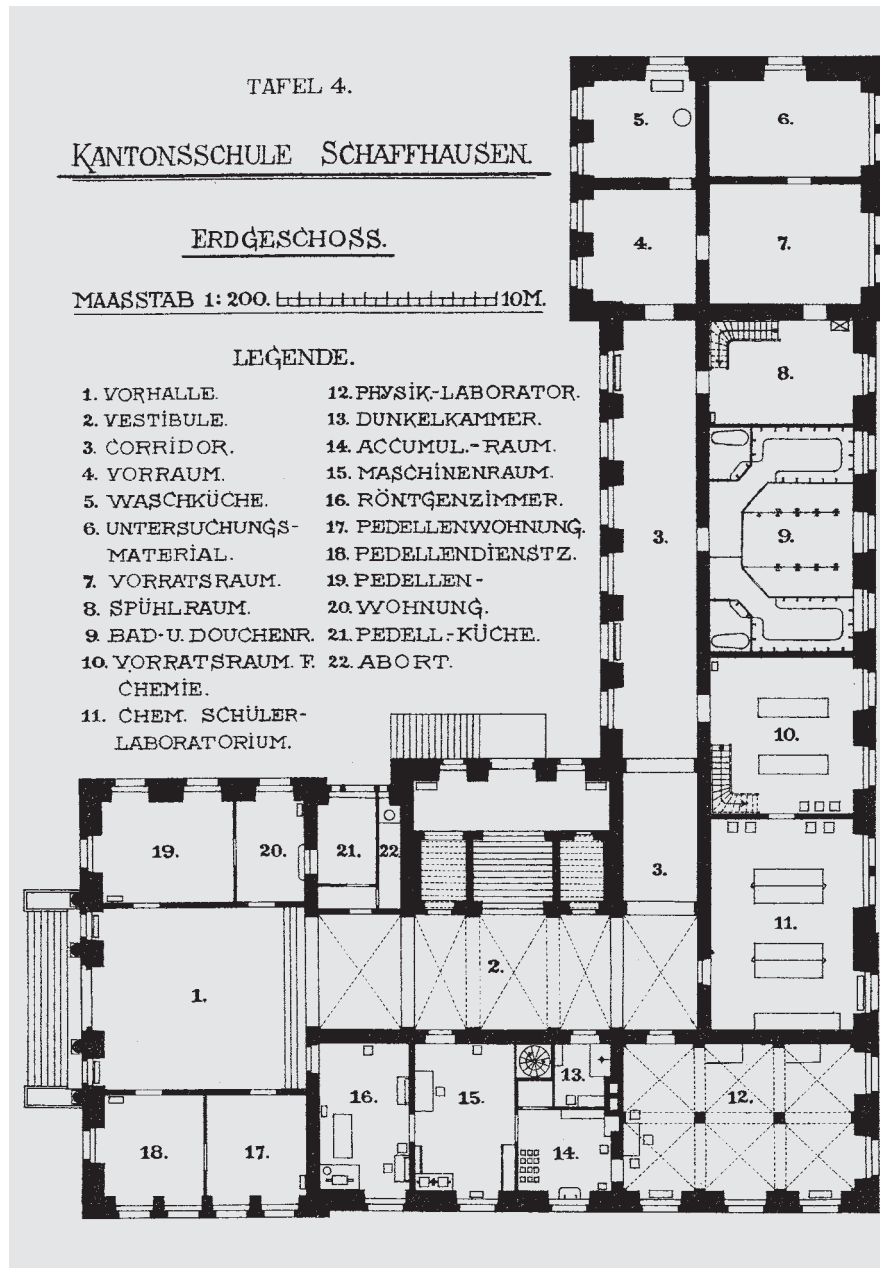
Das Röntgenzimmer (Nr. 16) an der Kantonsschule Schaffhausen in den Domänen der Physik (1902): Das Röntgenverfahren verlagert sich jedoch bald räumlich und institutionell ins Feld der Medizin.
